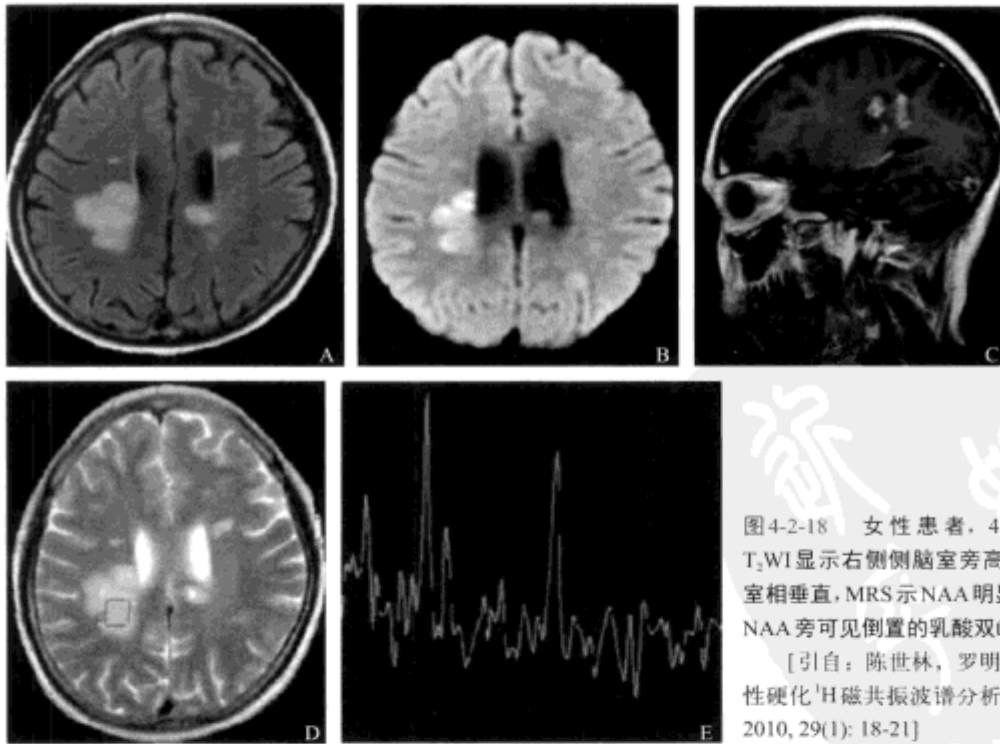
女性患者，45岁，T₂、flair、DWI、T₂WI显示右侧侧脑室旁高信号灶，病灶与侧脑室相垂直，MRS示NAA明显下降，Cho明显升高，NAA旁可见倒置的乳酸双峰
